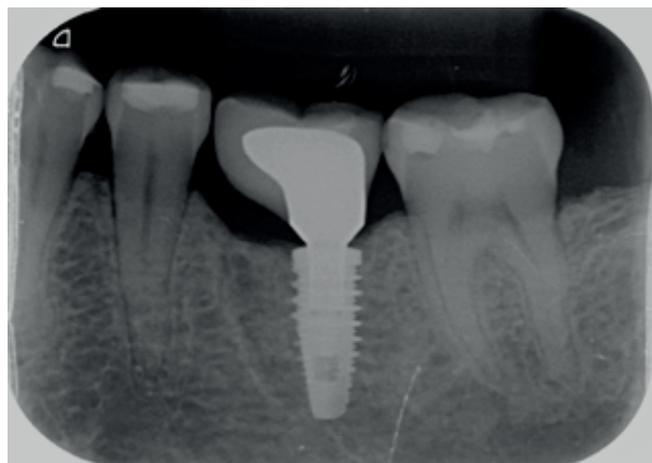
Periapical X-ray (2019). Radiographic control performed after 01 year of treatment, indicating maintenance of alveolar ridges and presence of bone regeneration in the peri-implant region.
